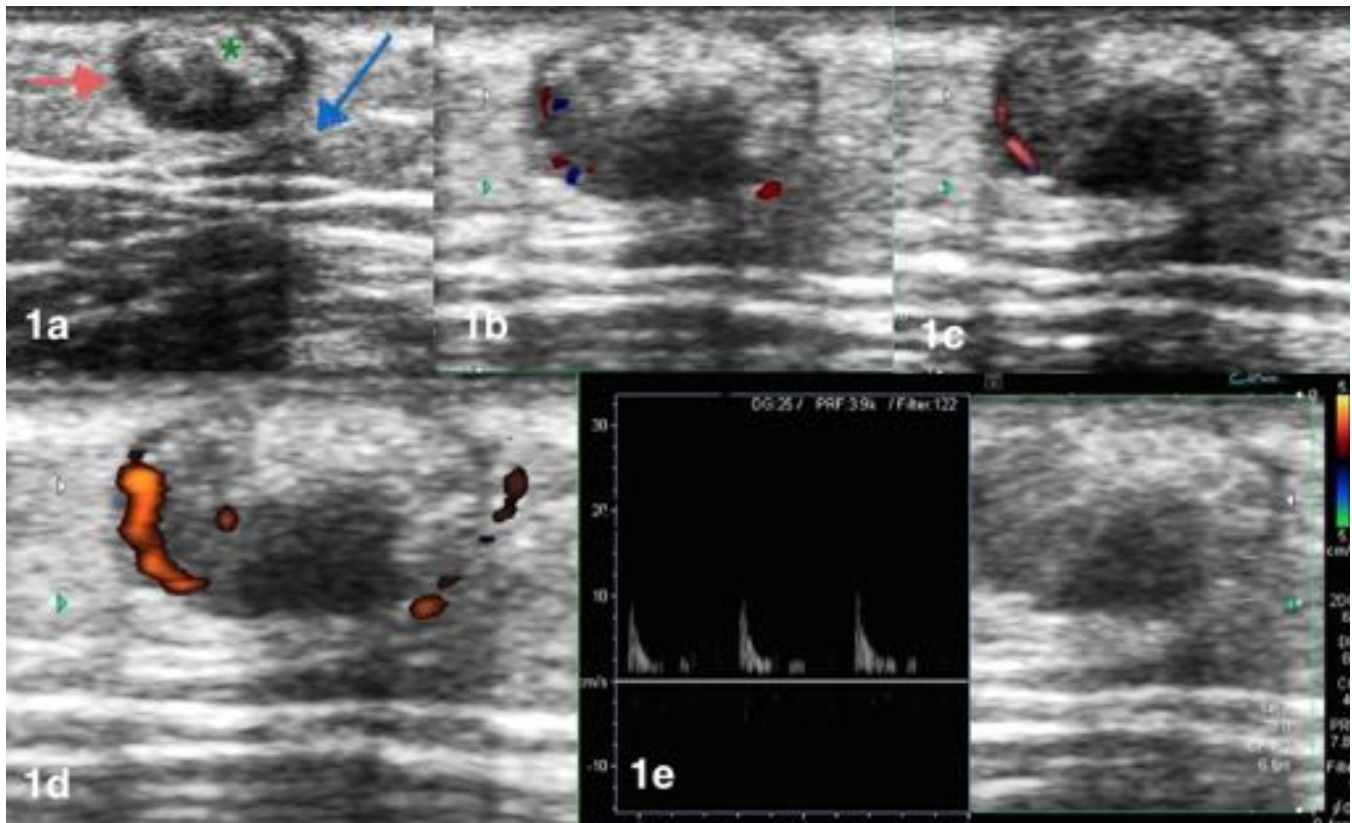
1a) Nódulo subcutáneo en cara anterior del brazo situado en el plano hipodérmico, de morfología ovalada y contornos regulares, que muestra un centro más ecogénico con calcificaciones puntiformes (asterisco verde) con sombra acústica (flecha azul) y un fino halo hipoeoico periférico (flecha roja). 1b - 1e) Muestra escasa vascularización interna, de predominio periférico, que podemos ver tanto con el modo Doppler color, intensidad y pulsado. Su aspecto sugiere pilomatrixoma.
